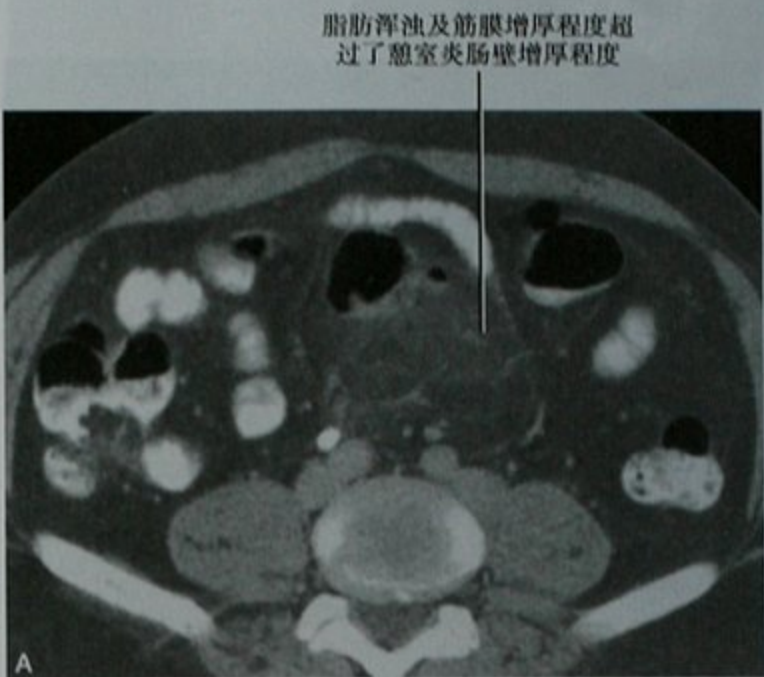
两个患者的横断位 CT 图像,不成比例的脂肪浑浊有助于鉴别(A)憩室炎和(B)结肠癌
